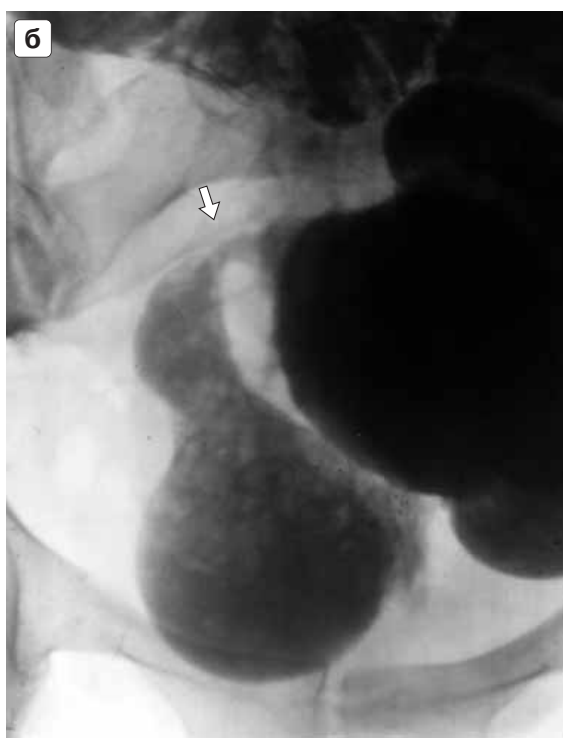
Больная Л., 40 лет. Диагноз: Болезнь Крона, изменения в средних отделах подвздошной кишки и ее терминальных фрагментах. В течение 5 лет беспокоят боли в животе, локализующиеся в правом и левом подреберье, похудание (за это время – на 30 кг), слабость. При исследовании по месту жительства поставлен диагноз хронического панкреатита (болевая форма). Проводимое лечение эффекта не дало. В последнее время состояние больной ухудшилось – усилились боли, нарастает слабость, анемия, СОЭ – до 30 мм/ч. Рентгенологическое исследование тонкой кишки с препаратом “Entero-VU”. а – тощая кишка с явным отсутствием характерных признаков “нормы”. Просвет петель тощей кишки резко расширен, с отсутствием видимости на ее слизистой керкринговых складок. б – контрастирован подвздошный отдел тонкой кишки. В средней его части отчетливо фиксируется стойкое, протяженностью в 3–4 см, резкое сужение ее просвета (стрелка) с выраженным супрастенотическим расширением. Просвет нижележащих отделов подвздошной кишки также расширен. в – терминальные фрагменты подвздошной кишки подвижны, просвет их сохранен, но при этом следует отметить ряд признаков: множественные эрозии слизистой, неровность контура этого участка кишки (стрелки). г – конечный фрагмент терминальных отделов подвздошной кишки неравномерно расширен и как бы отделен от ее остальных участков. Виден также переход “контраста” в слепую кишку (стрелка). Заключение: Учитывая выявленные участки поражения подвздошной кишки, один из которых на грани возникновения тонкокишечной непроходимости, а другие с менее выраженными изменениями, высказано заключение о болезни Крона тонкой кишки.
